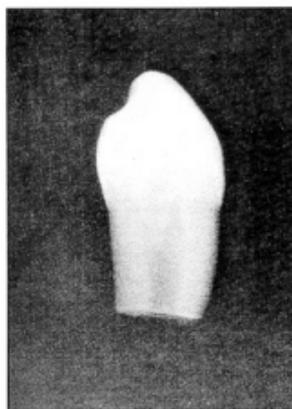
Radiografia do elemento dentário em questão sem imagem sugestiva de barreira dentinária
